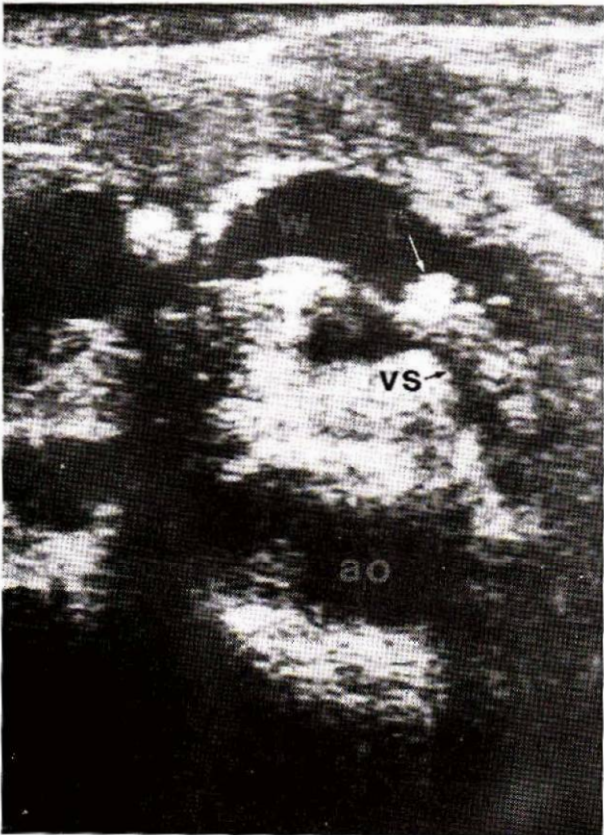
Coupe transversale ultrasonore : diminution de calibre de l'ensemble de la veine splénique (VS). Dilatation importante du canal de Wirsung (W) avec lithiasc intracanalairc (L). Angiographie : perméabilité normale de la veine splénique dont le calibre apparaît réduit.
